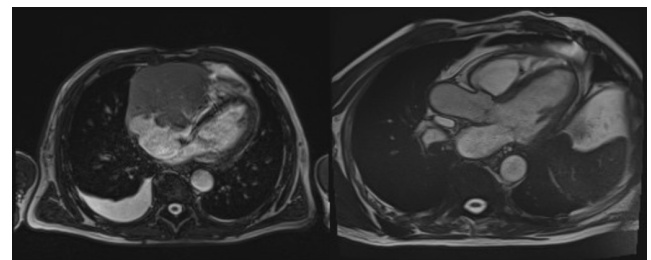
RM cardíaca. Izquierda: tumoración agresiva epicentrada en pericardio derecho con infiltración extensa de cavidades derechas y miocardio de VI. Derecha: respuesta morfológica casi completa, con lesión de aspecto
